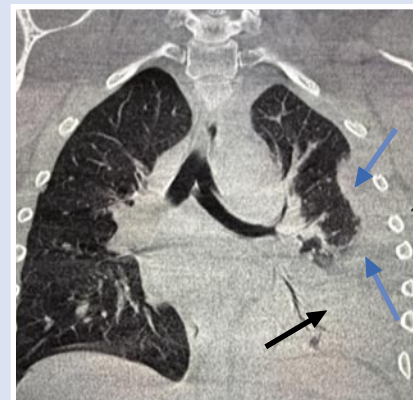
Картина МСКТ грудной клетки на 5-е сутки после торакотомии: организованный левосторонний гемоторакс (указан синими стрелками) с частичным ателектазом нижней доли легкого (указан черной стрелкой).
